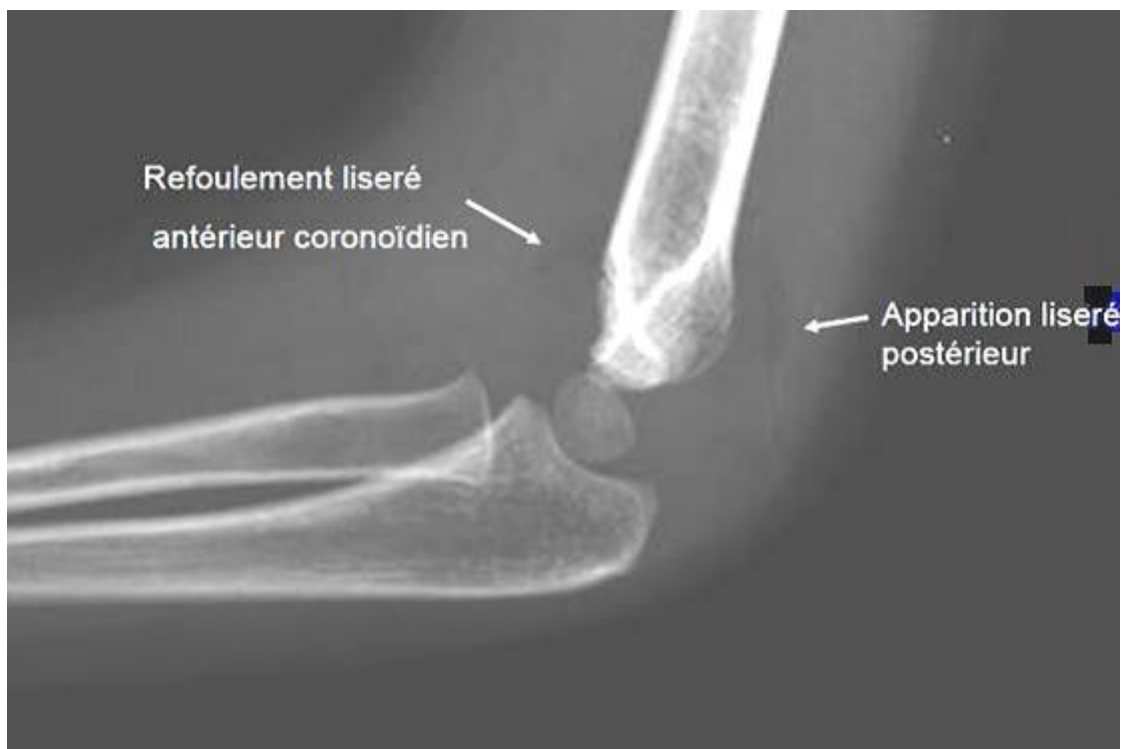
radiographie du coude montrant le liseré antérieur et postérieur[13]
